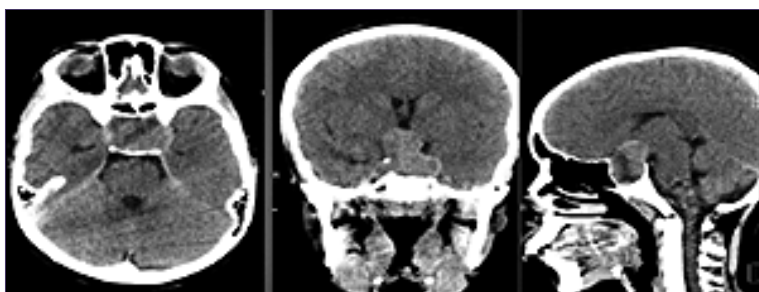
TAC de cráneo, corte axial, coronal y sagital se evidencia lesión selar y supraselar heterogénea.
